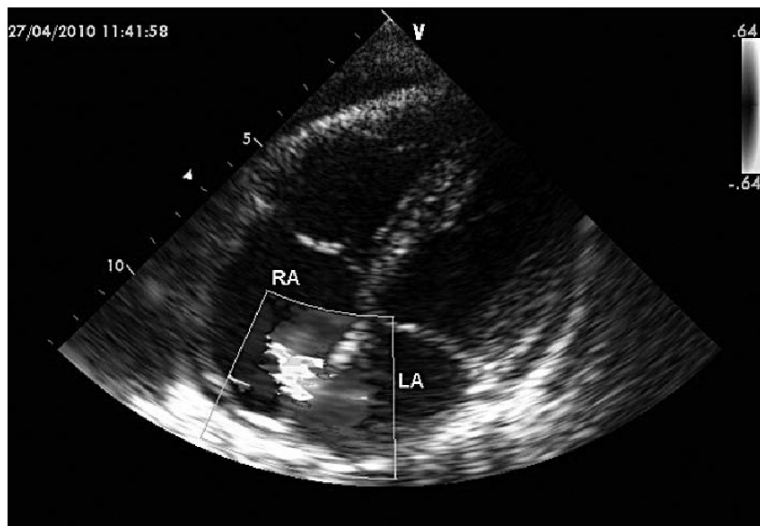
Эхокардиографические признаки вторичного ДМПП. Апикальная четырехкамерная позиция. Лево-правый шунт в режиме цветового доплеровского картирования. Дилатация правых камер сердца. Незначительный выпот в полости перикарда
